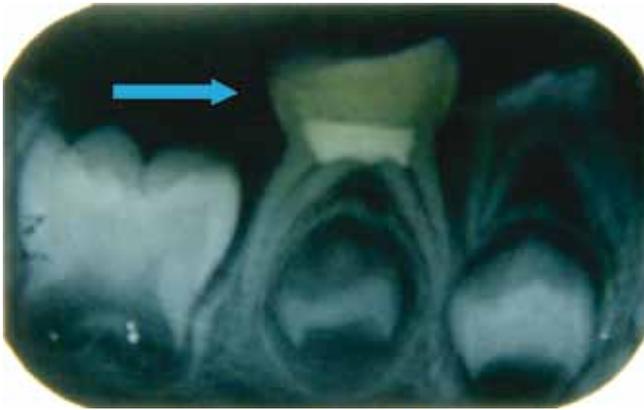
Radiografia final, realizada imediatamente após pulpotomia com MTA e restauração com cimento de ionômero de vidro modificado.
